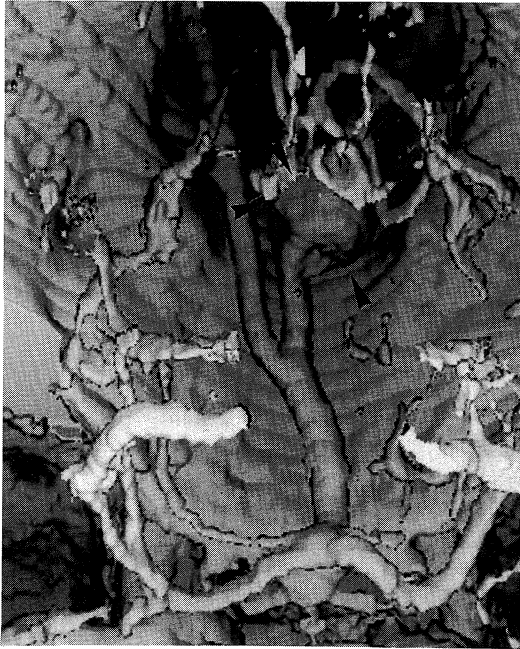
Three-dimensional CT of the brain.
